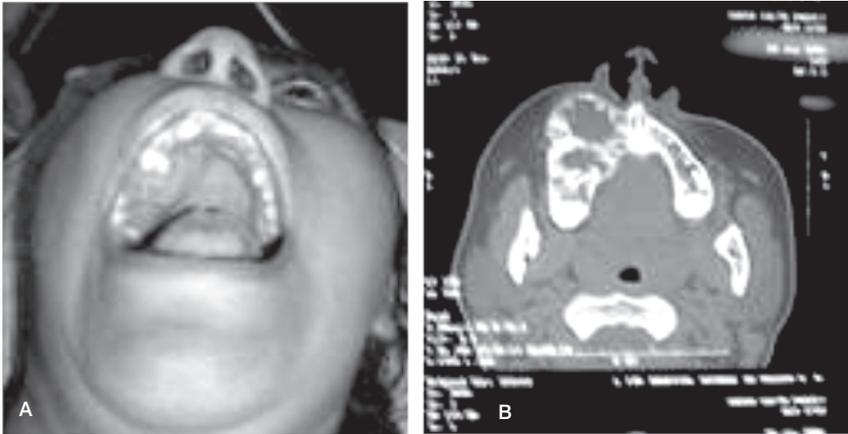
Carcinoma ameloblástico. Lesión poco frecuente, que puede aparecer de novo o asociado a una lesión previa, como un quiste odontogénico o un ameloblastoma. A. Imagen que muestra Intraoralmente lesión exofítica. B. Imagen de tomografía computarizada de carcinoma ameloblástico con signos de destrucción ósea y destrucción de la cortical.
